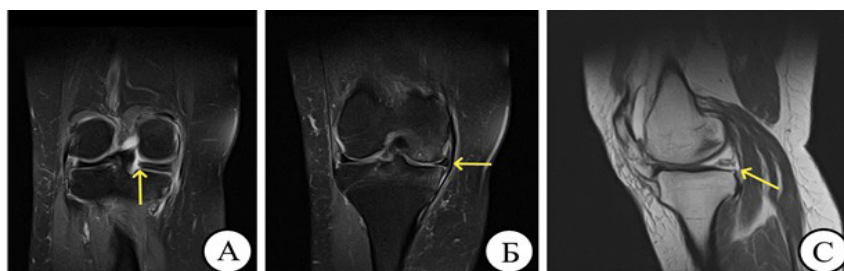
МР признаки повреждения заднего корня медиального мениска. Коронарная проекция – а) укорочение протяженности мениска; б) экстррузия мениска. Сагитальная проекция – с) симптом «призрака», выраженной нестабильности места прикрепления заднего рога медиального мениска
